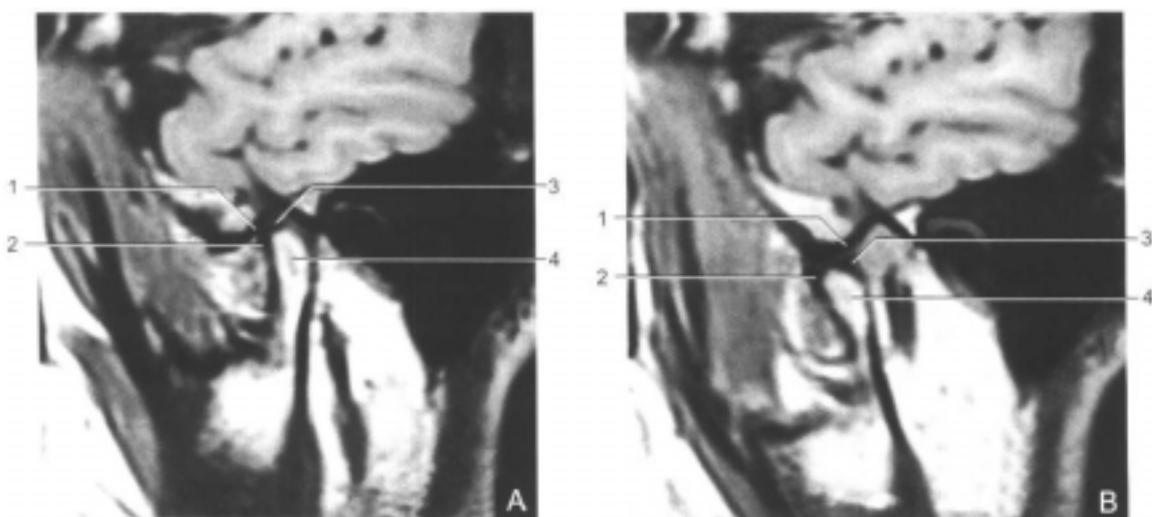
正常颞下颌关节矢状面 MRI 表现
